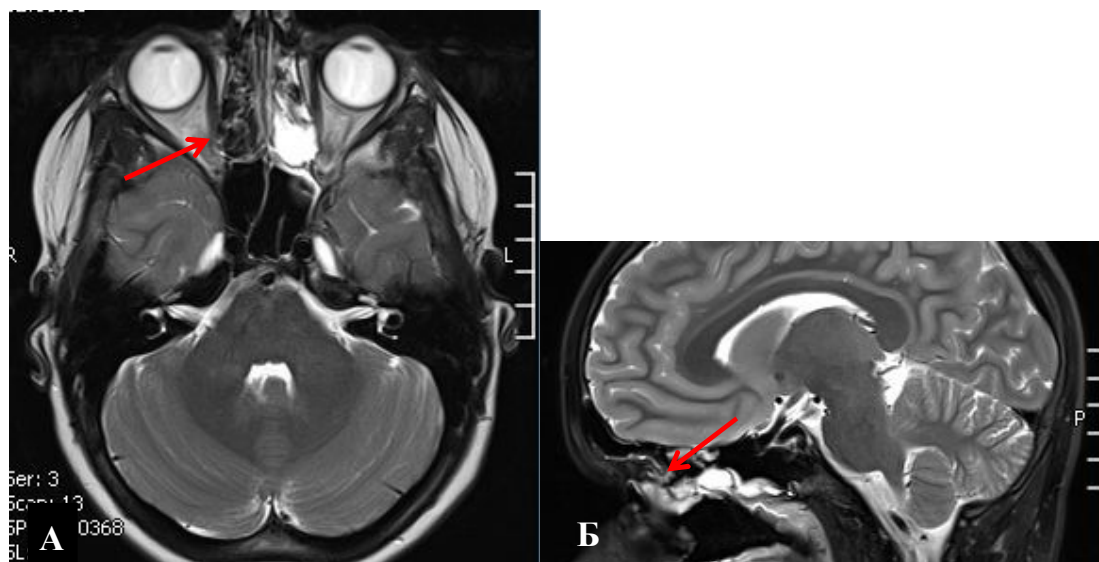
МРТ основания черепа с внутривенным контрастированием пациента М, 12 лет до начала специального лечения. А — фронтальная проекция, Б — сагитальная проекция
